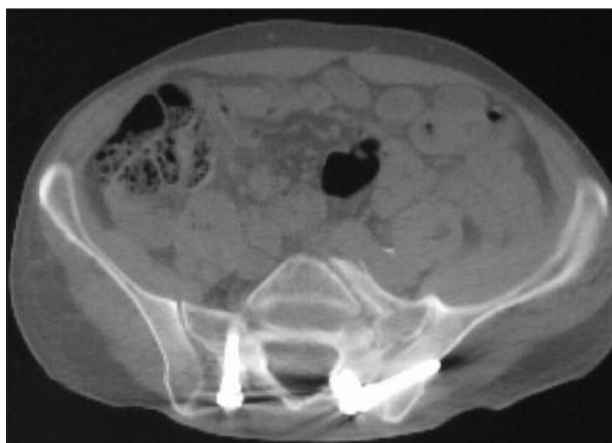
Tomografía computarizada quinto mes posoperatorio.
